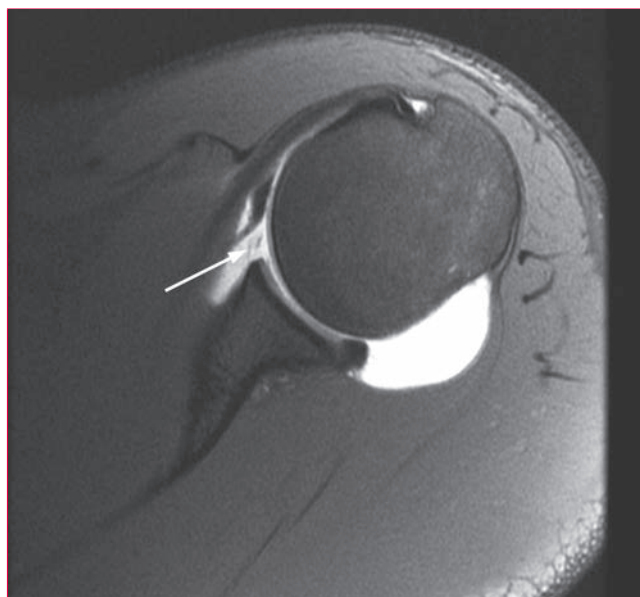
Resonancia magnética ponderada en T2 axial del hombro con contraste intraarticular en la que se aprecia patología en la zona anterior del rodete glenoideo. La flecha señala el punto donde el contraste se ha fugado entre el hueso de la cavidad glenoidea y el rodete, lo que señala la presencia de desgarro del rodete glenoideo.
